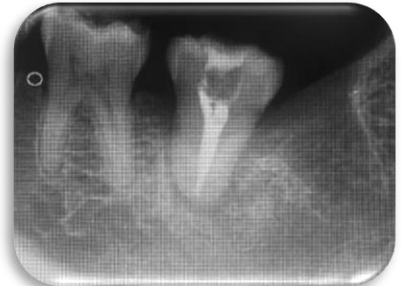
Radiografía periapical postoperatoria: 1 semana.
